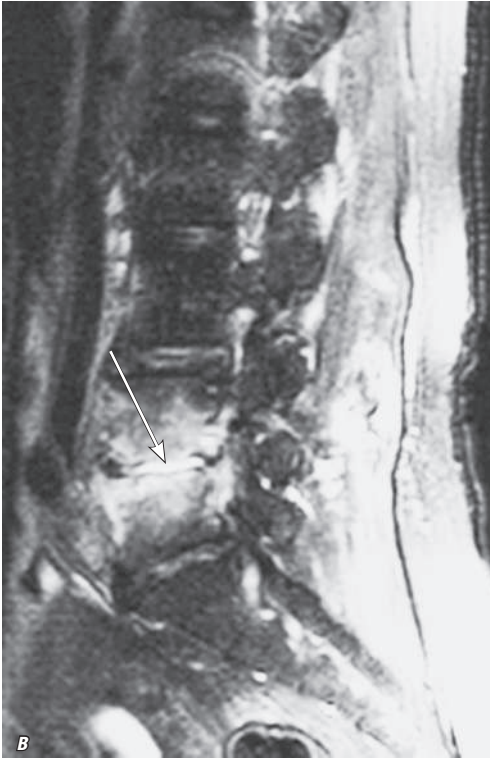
Продолжение. Магнитно-резонансные томограммы поясничного отдела позвоночника: *в, г* — T2-ВИ STIR, сагиттальная плоскость; *д* — T2-ВИ STIR, фронтальная плоскость. Острый пиогенный спондилит на уровне тел позвонков L_{IV}-L_V. Отмечается повышение МР-сигнала от смежных отделов тел и межпозвоночного диска на уровне тел позвонков L_{IV}-L_V на T2-ВИ, что особенно отчетливо видно при использовании последовательности STIR (длинные стрелки)
